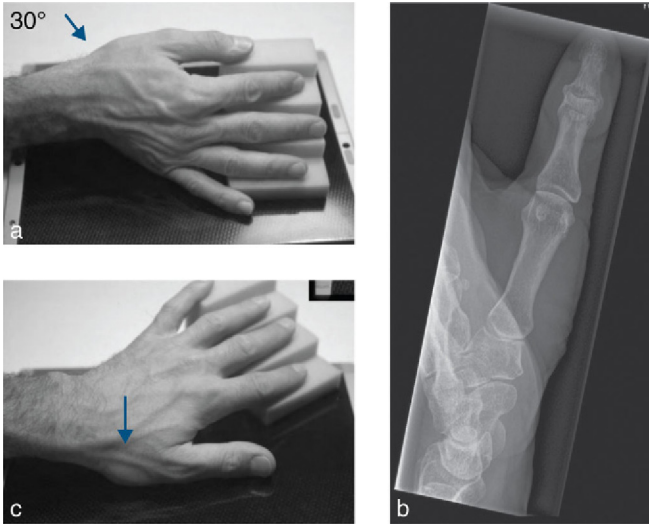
Radiographie de la colonne du pouce (incidence de Kapandji).
